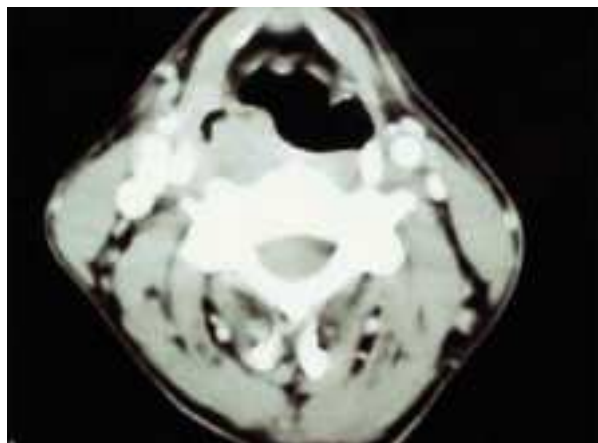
Imagen del CT previo a la instauración del tratamiento antirretroviral, en la que se aprecia ocupación del seno piriforme derecho.
